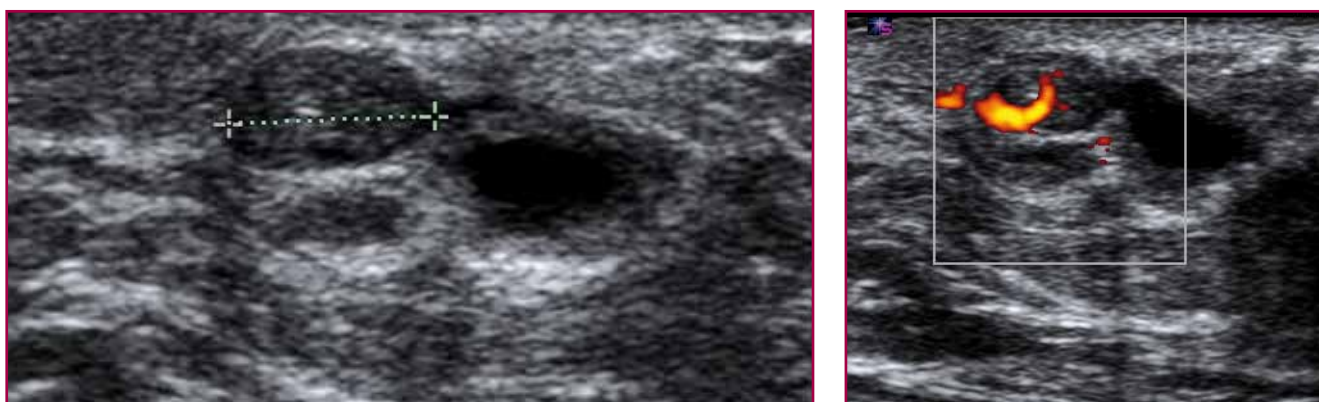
Papiloma intraductal con aspecto ecográfico muy similar al de un fibroadenoma: nódulo sólido bien delimitado. Presenta vascularización intranodular muy evidente en el estudio Power Doppler.
